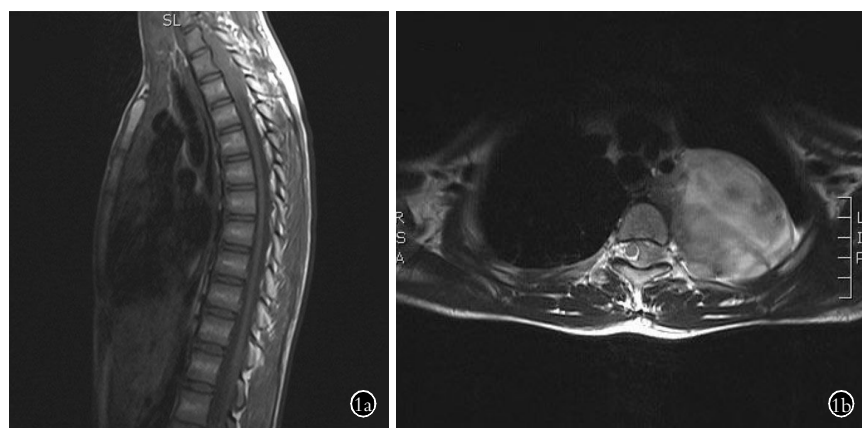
患者, 女, 12 岁, T₁-T₄ 水平椎管内外肿瘤 1a. MRI 矢状位 T1WI 示 T₁-T₄ 水平椎管内肿物, 呈低信号 1b. 横断面 T2WI 示 T₃-T₄ 水平椎管内呈现出均匀高信号并延伸至左侧胸腔
